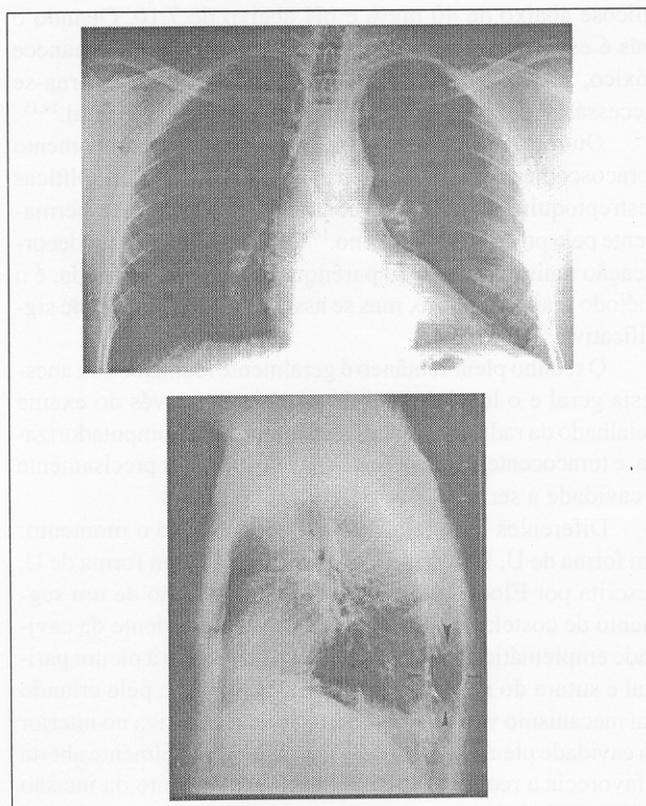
Radiografia de tórax de frente (acima) e de perfil (abaixo) mostrando o resultado pós-operatório do paciente da figura 2. Houve resolução completa do empiema. As setas demarcam a área de drenagem e da ressecção costal
